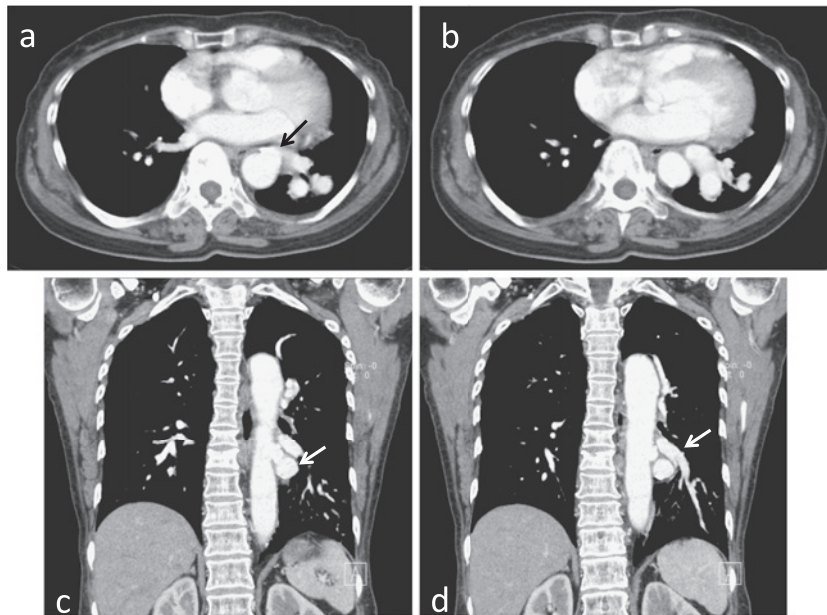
(a) (b) Chest CT showing an aberrant vessel branching from the descending aorta. (c) (d) Coronal CT scan showing an aberrant wide vessel branching from the descending aorta and the wide left lower pulmonary vein (arrow).
